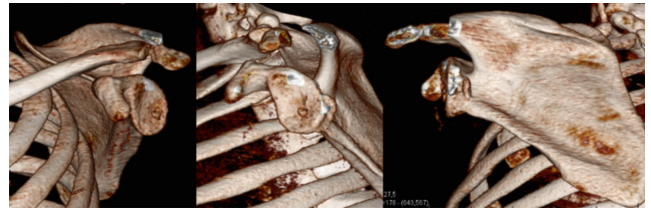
Reconstrucción 3D de tomografía, la cual se verifica que la superficie glenoidea está intacta, pero existe un fragmento cortical de reborde posterior de glena extraarticular.
